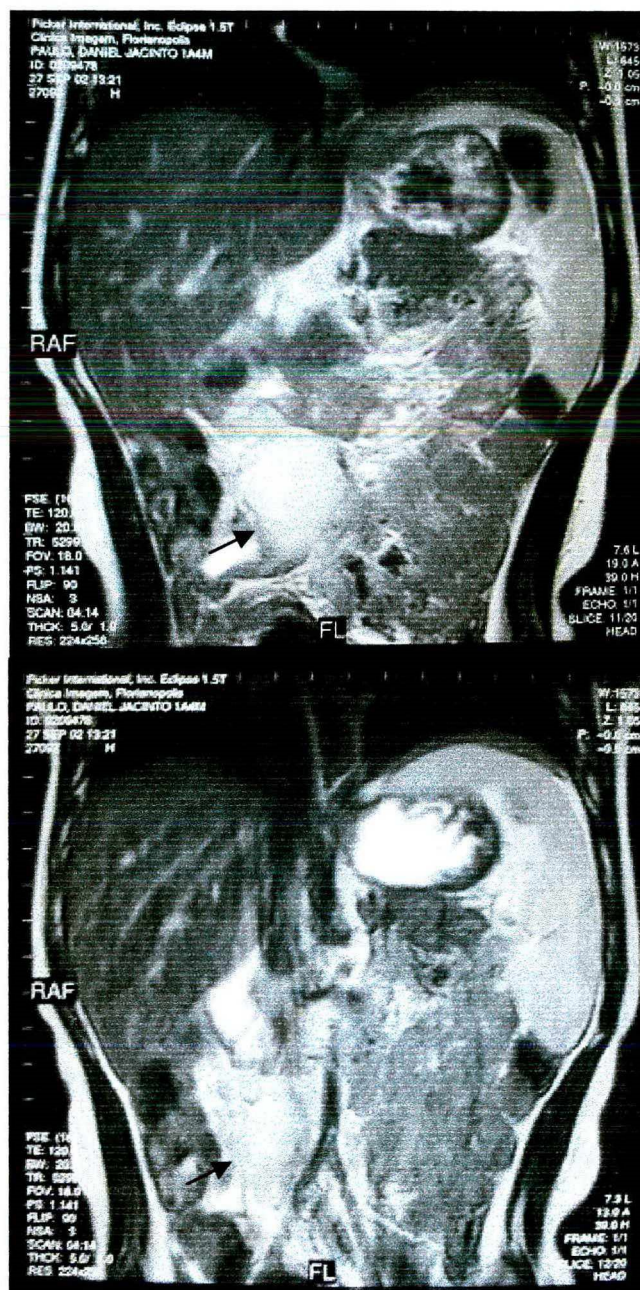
Ressonância Nuclear Magnética – cortes coronais.
